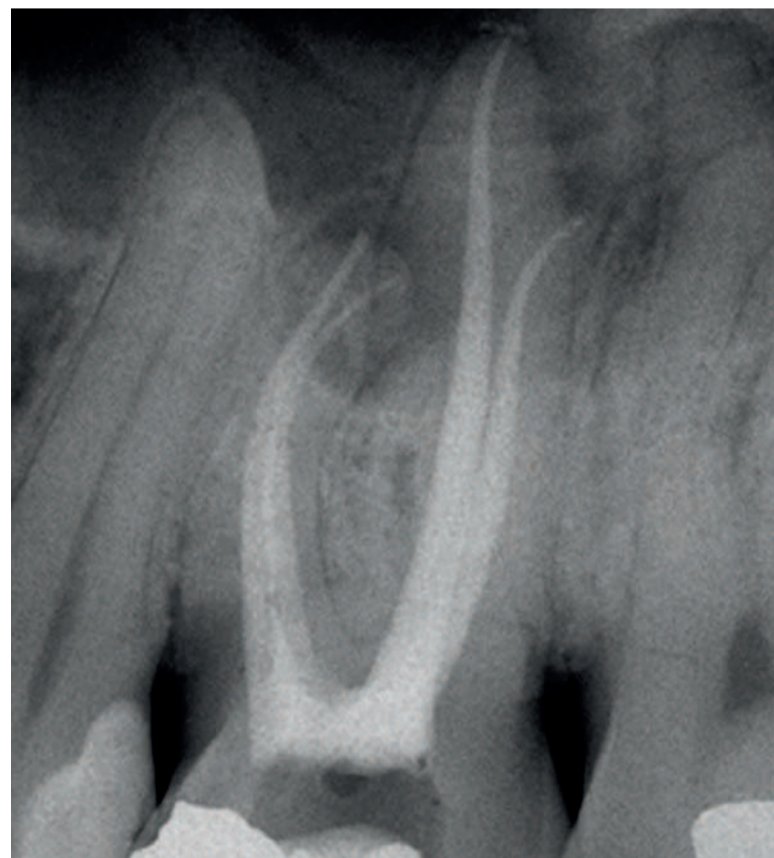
Radiografia post-operatoria del primo molare superiore di sinistra. La sagomatura è stata eseguita con strumenti rotanti in Nichel-Titanio. Si noti la minore invasività della preparazione e il maggiore rispetto dell'anatomia endodontica originale rispetto al caso della Fig. 1.
